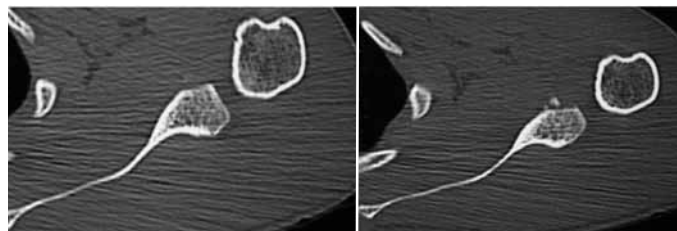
Tomografia computadorizada do ombro no plano axial evidenciando defeito ósseo na borda anteroinferior da cavidade glenoidal.
